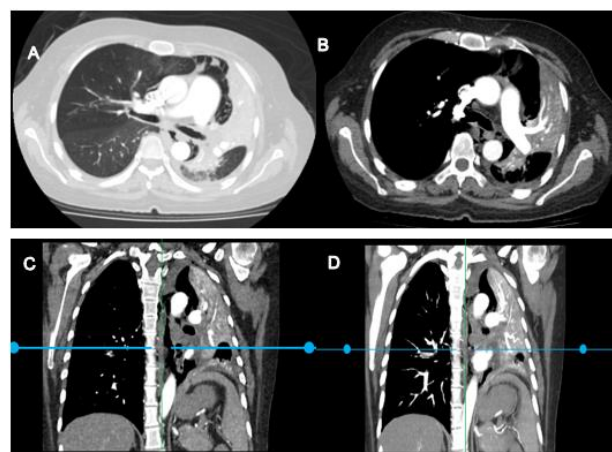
A-B: Angiotomografía de tórax corte axial ventana pulmonar y mediastinal, donde se observa el bronquio fuente izquierdo estenótico, atelectasias a predominio de lóbulo superior y retracción mediastinal. C-D: Angiotomografía de tórax corte coronal, se observa una extensa opacificación del hemitórax izquierdo con pérdida significativa de volumen pulmonar, compatible con atelectasia masiva, parénquima pulmonar remanente muestra áreas de consolidación y engrosamiento pleural irregular, marcada elevación del hemidiafragma ipsilateral, desviación de estructuras mediastínicas hacia el lado afectado, resalta el signo del apiñamiento vascular, donde los vasos pulmonares se observan agrupados y tortuosos debido a la ausencia de parénquima aireado y la fibrosis retráctil.
